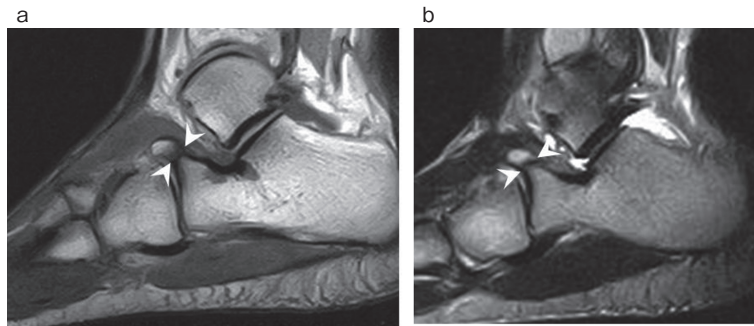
MRI a: T1 強調画像 b: T2 強調画像
